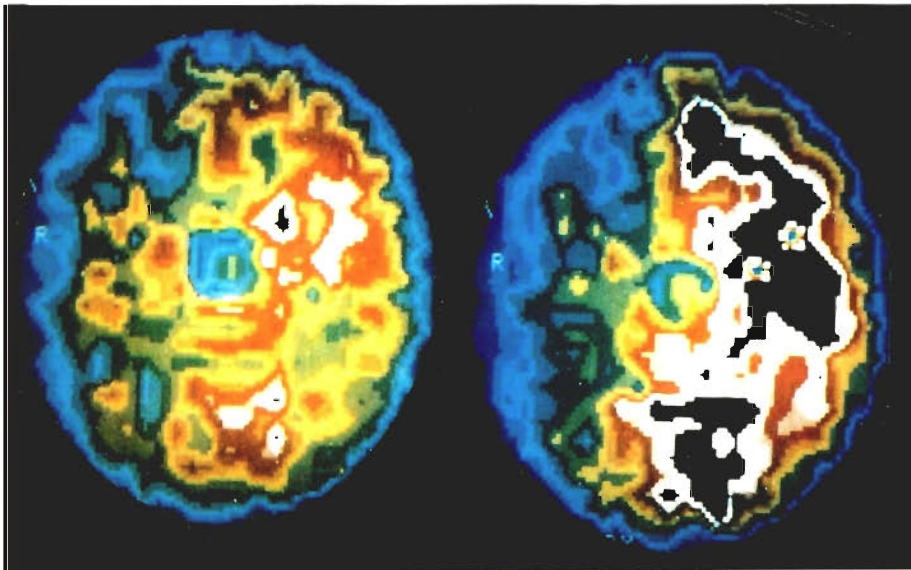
Präoperativer Hirndurchblutungsbefund (Xe-133-DSPECT) bei einem 54-jährigen Patienten mit linksseitigem Carotis-interna-Verschluß. In der Messung unter Ruhebedingungen (links) findet sich im Seitenvergleich über der linken Hemisphäre eine relative Minderdurchblutung. Unter Stimulationsbedingungen nach Gabe von 1 g Diamox® (rechts) zeigt sich ein regelrechter Anstieg der Durchblutung über der rechten Hemisphäre, während es links zu einem Abfall der Hirndurchblutung kommt (sogenanntes Steal-Phänomen) – (Radiologische Klinik der Universität München).
